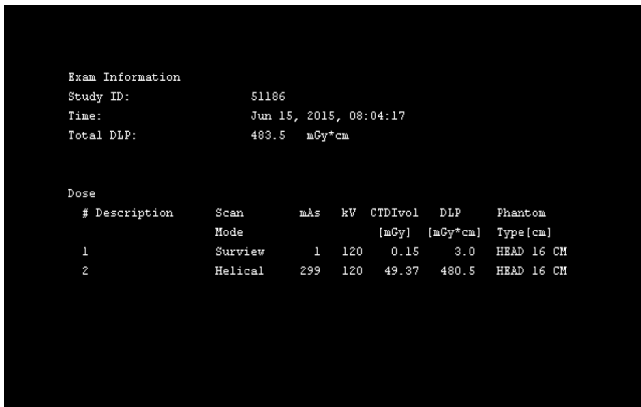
DICOM file information of temporal bone CT in helical scan
